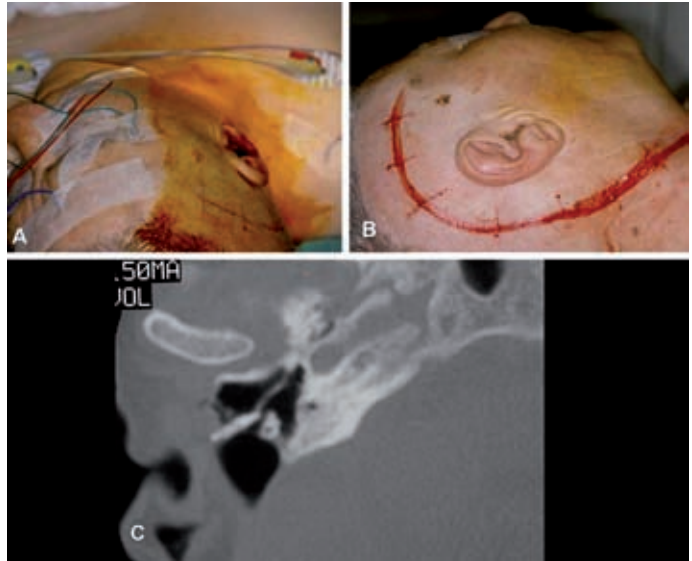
Algunos tiempos en el abordaje quirúrgico de un paraganglioma yugulotimpánico derecho. A: monitorización intraoperatoria del VII par craneal. B: incisión para la realización de un abordaje tipo B de Fisch. C: TC postoperatorio en el que se observa el abordaje realizado en el peñasco con una petrosectomía subtotal en la que se conserva el nervio facial en su posición inicial dentro del nerviducto de Falopio.
